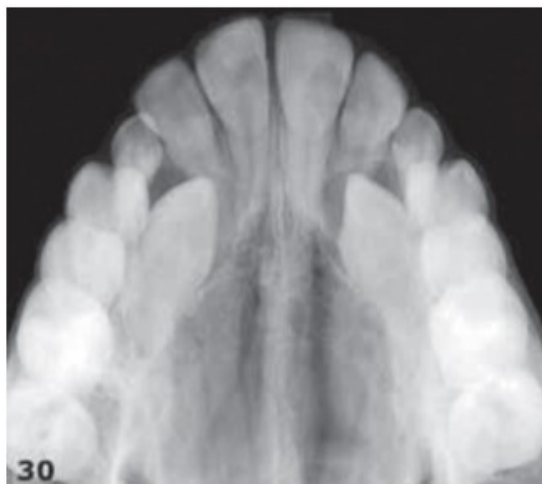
Radiografia Oclusal.
